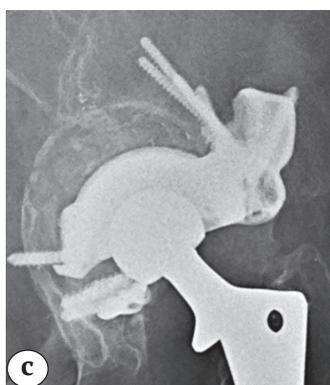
Рентгенограммы пациентки 66 лет:
